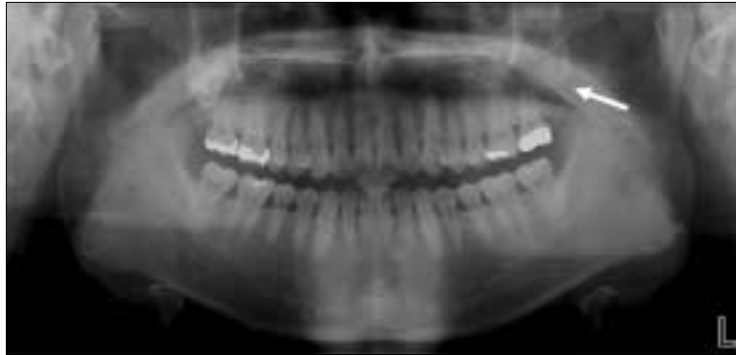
Postoperative panorama X-ray (after 5 months).
